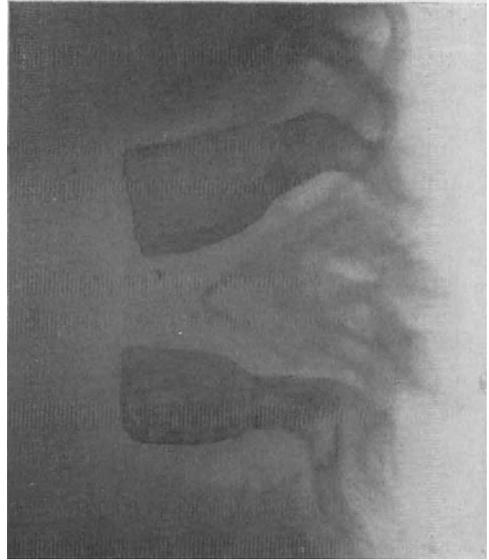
(Röntgenbild zu Abb. 10.) Der 3. und 4. Lendenwirbelkörper sind zerstört. Bildung eines neuen keilförmigen Wirbels aus den 2 Wirbelkörperresten.
